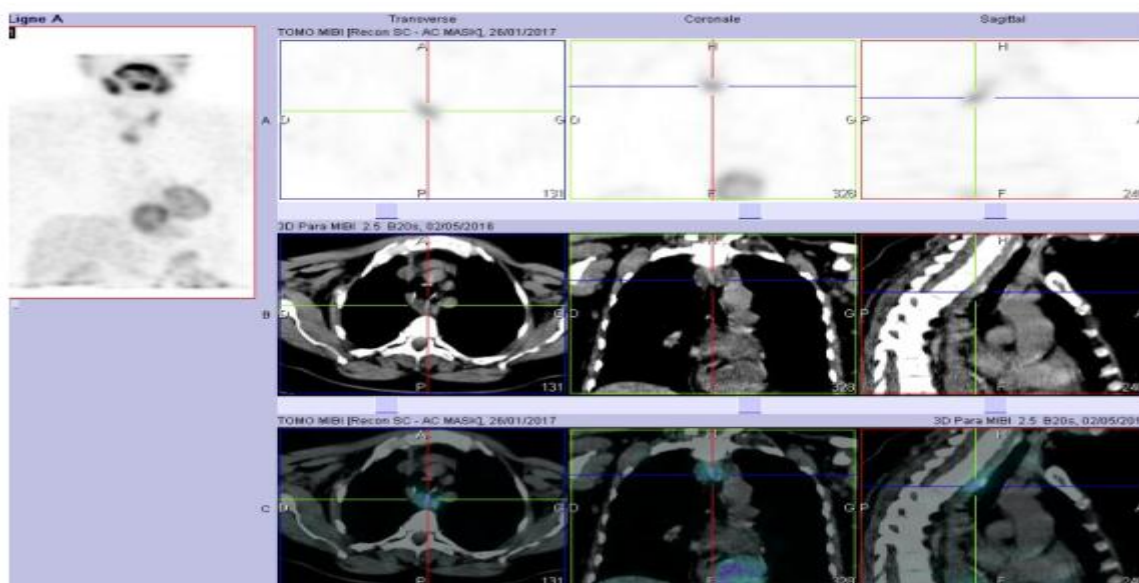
La TEMP TDM a permis de localiser en pré-vertébral (à hauteur deT2) et en rétro trachéal
